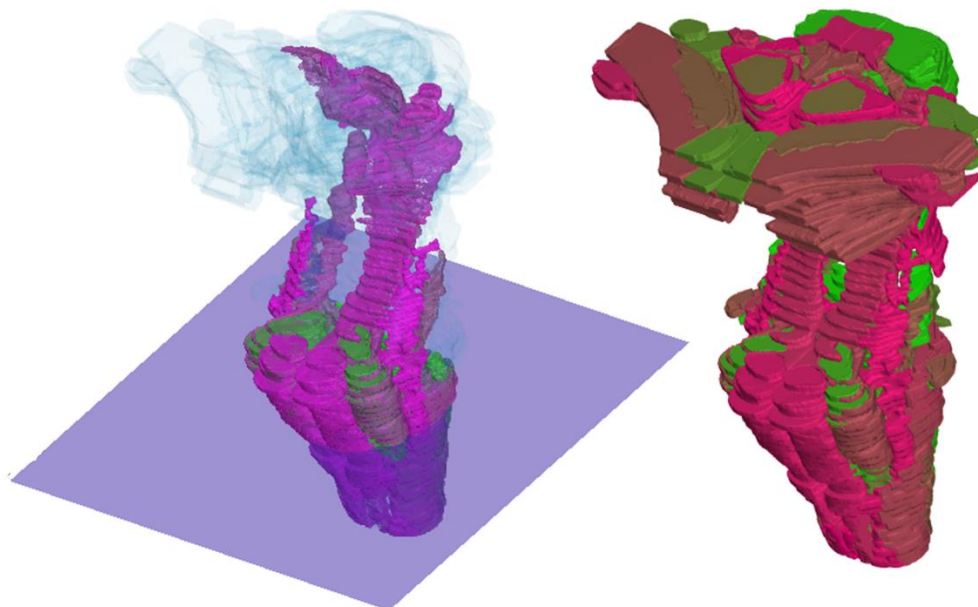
Způsob řešení zobrazení odchylek šablony atlasu v ose z od tomografického řezu MR [autor].
